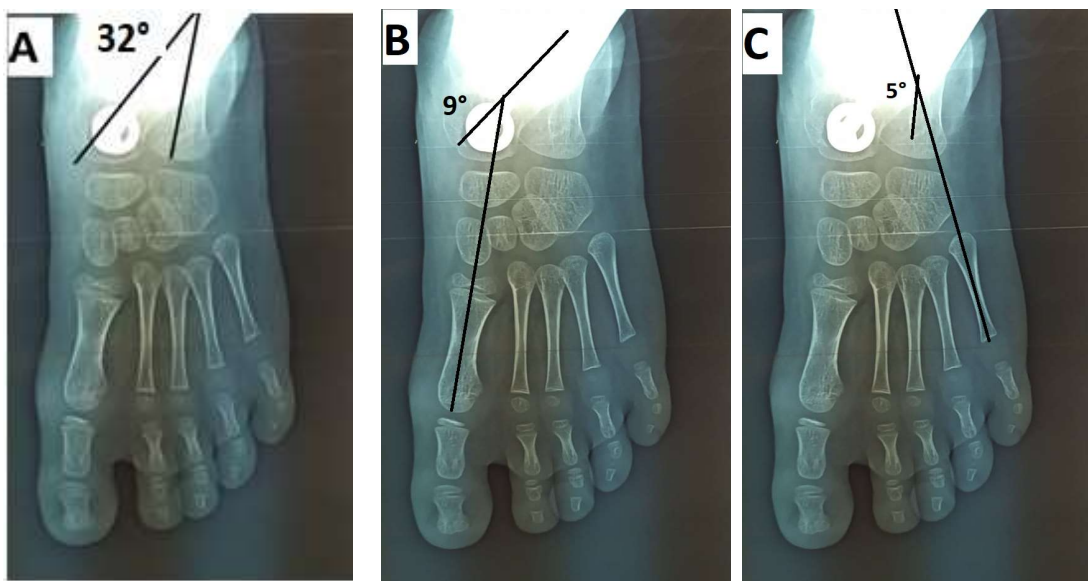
Radiographies de face évaluant les angles post opératoires (6 mois post opératoire) du pied droit du cas numéro 2 ,montrant une amélioration des angles :
